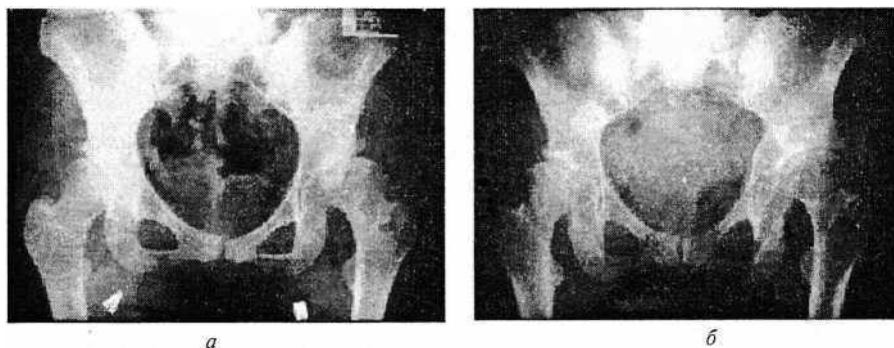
Рентгенограммы таза:
